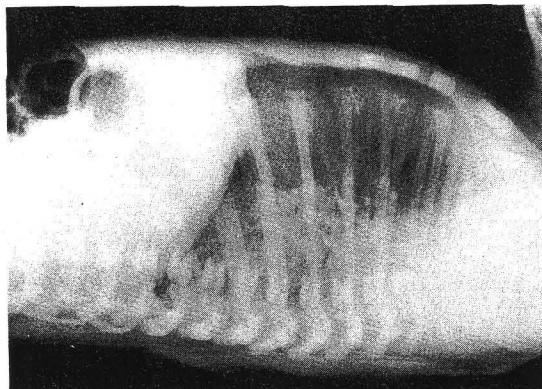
Lateral X-ray film shows the mass straddling over the lower thorax and abdomen on the right side.
